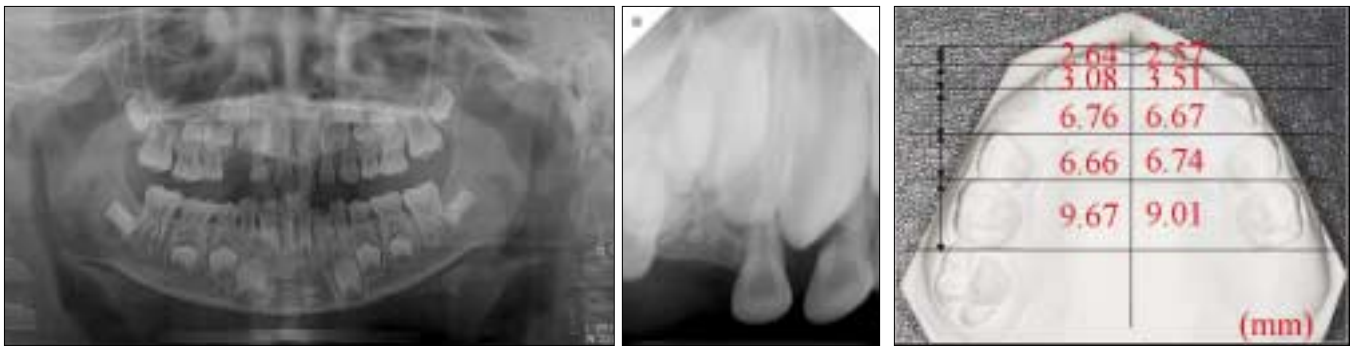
Radiographic views taken after 3 years.
